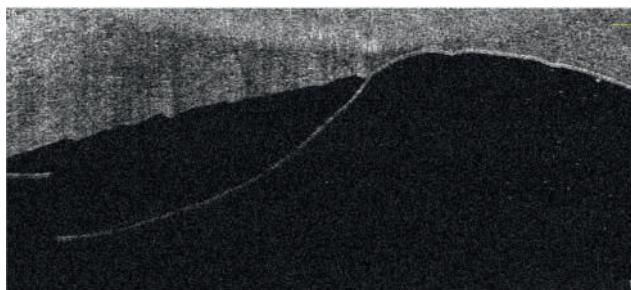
Пациент Е., 80 лет. Передняя оптическая когерентная томография роговицы левого глаза. Первый день после факоемульсификации катаракты. Отслойка Десцеметовой мембраны с разрывом
